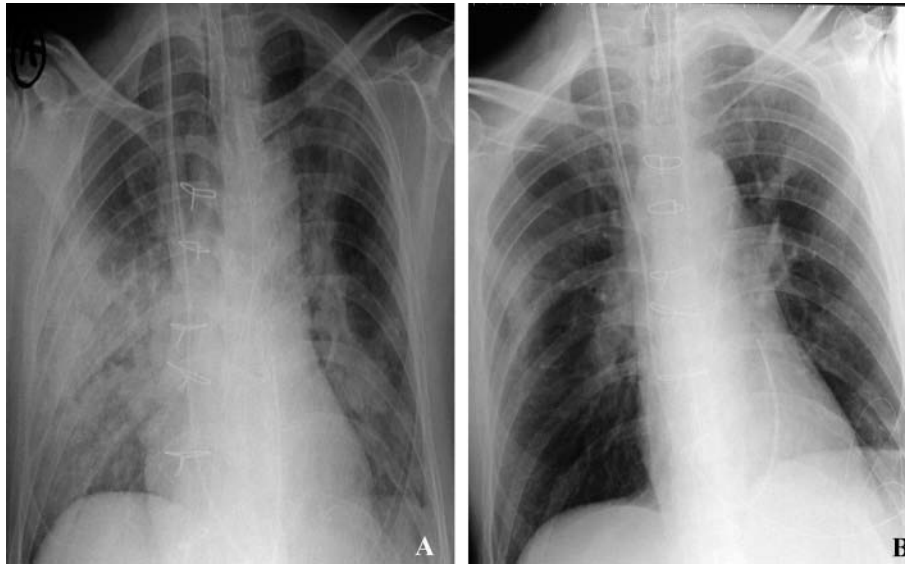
Edema de reperfusión pulmonar (ERP) tras endarterectomía. A) Radiografía de tórax en la que se aprecia ERP en el lóbulo medio e inferior derecho en paciente sometido a una endarterectomía, en las primeras 24 h postoperatorias. B) Nueva radiografía de tórax del mismo paciente a las 72 h de la intervención quirúrgica tras tratamiento.
